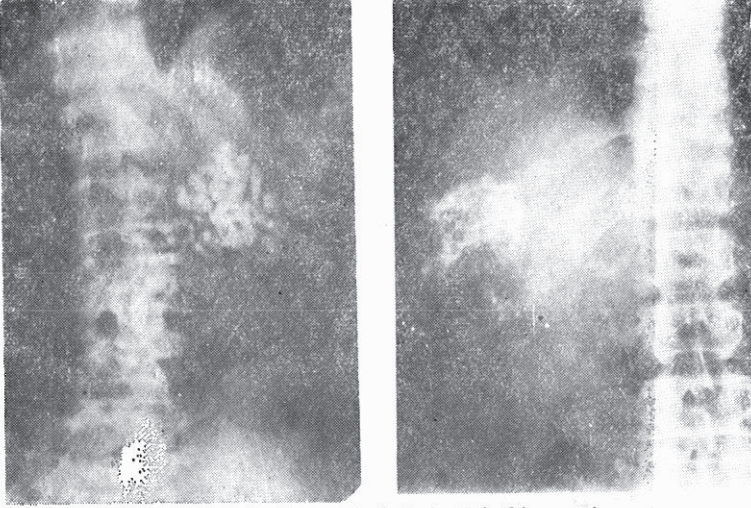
Direkt Karın Grafisinde Serbest Hava
